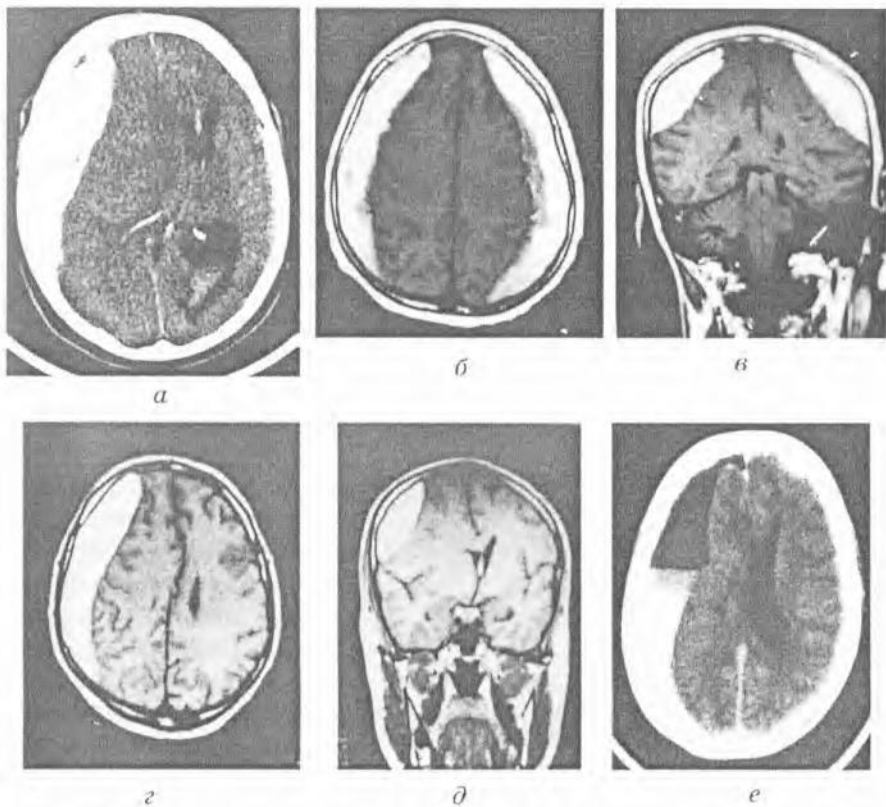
КТ и МРТ данные при формировании субдуральных гематом: *а* — КТ-признаки острой правосторонней субдуральной гематомы; *б, в* — МРТ-признаки двусторонней субдуральной гематомы; *г, д* — МРТ-признаки острой субдуральной гематомы справа; *е* — КТ-признаки хронической субдуральной гематомы
